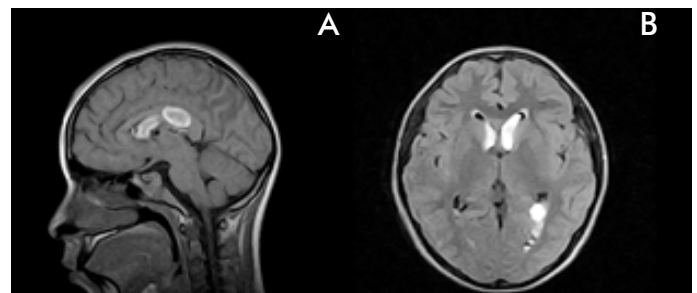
Resonancia magnética cerebral - FLAIR. A. Corte sagital y B corte axial, donde se observa hiperintensidad correspondiente a hemorragia con irrupción ventricular lateral y cuerno temporal
